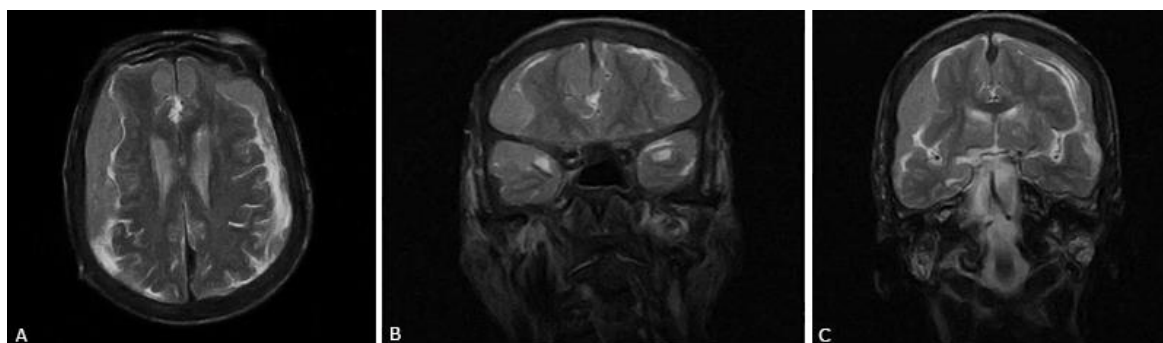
Resonancia magnética ponderadas en T1. A) Corte axial. B y C) Cortes coronales, donde se aprecia mejor la lesión tumoral de la meninge que toma todas las regiones encefálicas.
